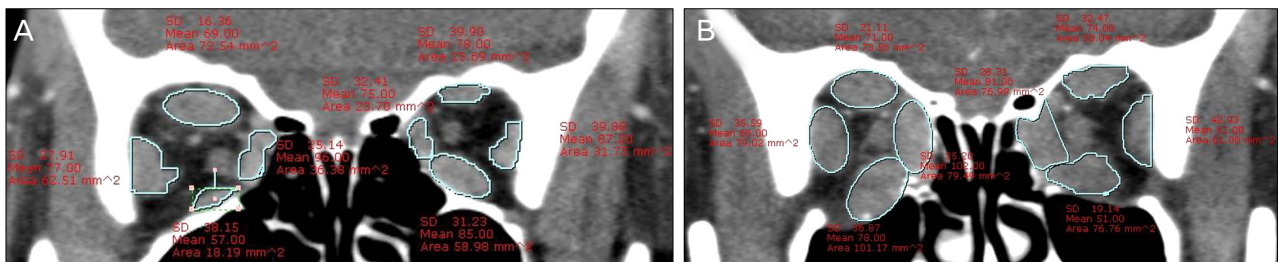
(A) Orbital CT scan for a patient who had orbital decompression of both orbits. The medial rectus, inferior rectus, lateral rectus, and superior rectus group in the left side was outlined on coronal view. (B) Postoperative coronal CT of same patient documenting postoperative bilateral enlargement in cross-sectional area of medial rectus, inferior rectus, lateral rectus, and superior rectus.
